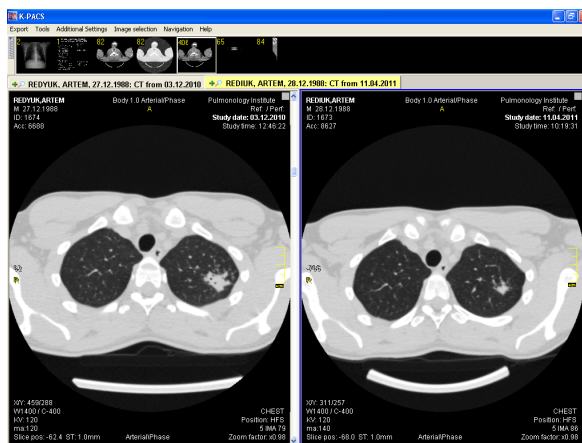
Исходная (слева) и контрольная (справа) МСКТ больного П.
